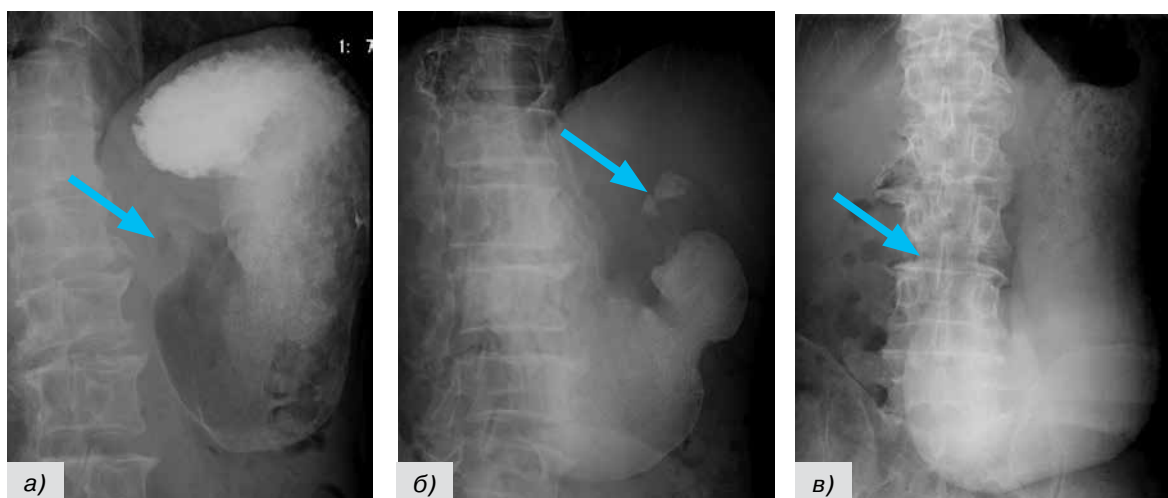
Снимки рентгеноскопии: рак антрального отдела желудка представлен дефектом наполнения, сужением просвета пилорического канала, эвакуация нарушена, желудок раздут (а, б, в)
